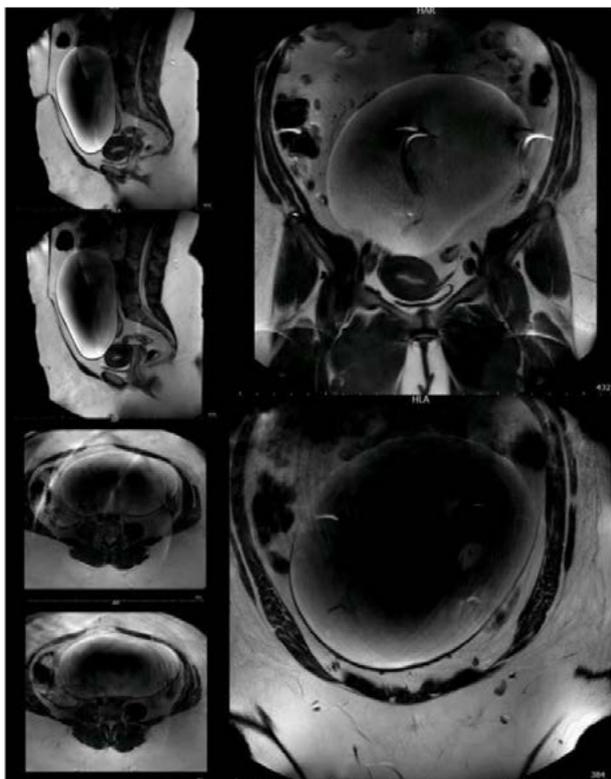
МРТ снимок: объемное образование, занимающее брюшную полость и малый таз
